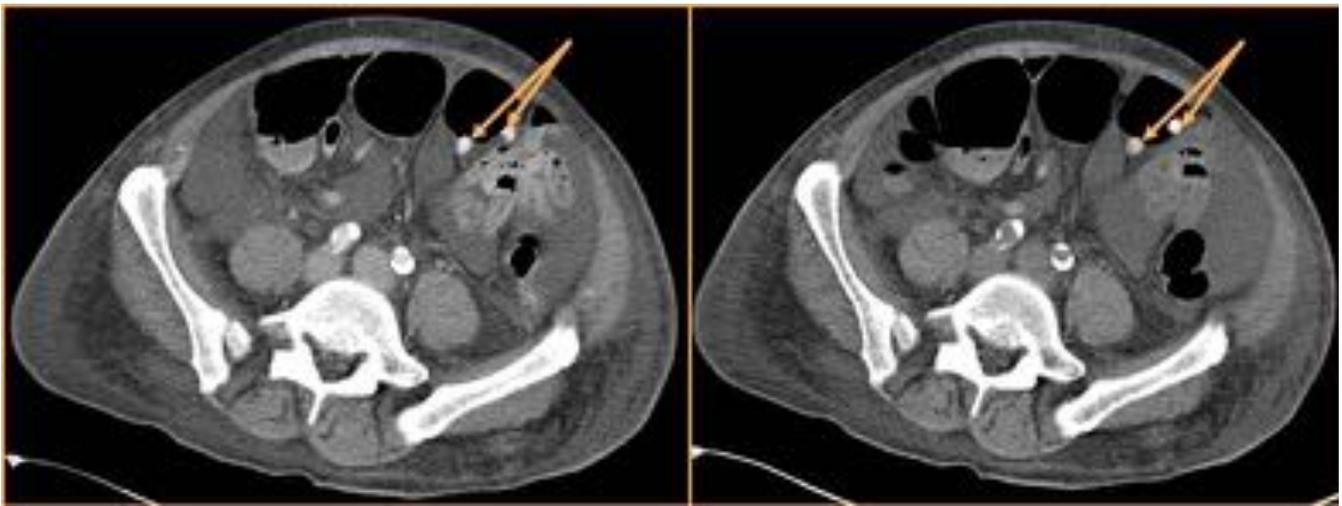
Coprolitos simulando sangrado intraluminal. En la imagen postcontraste se observan dos imágenes hiperdensas en la luz del colon, que plantean la duda de representar puntos de sangrado activo. Sin embargo, gracias al TC precontraste se identifican en la misma localización, antes de administrar contraste intravenoso, por lo que no puede tratarse de extravasación del mismo.
